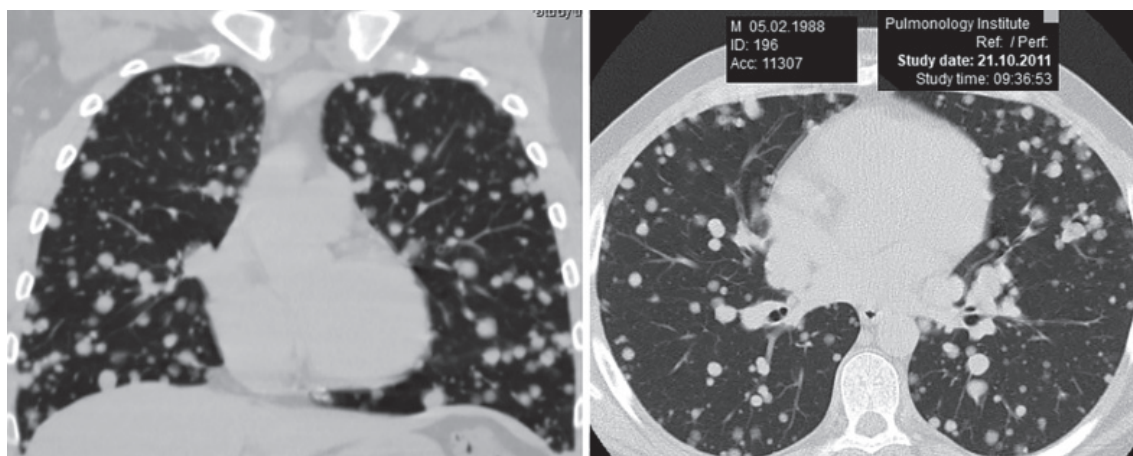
Пацієнт Я., 23 років. КТ ОГП: множинні метастази остеосаркоми
